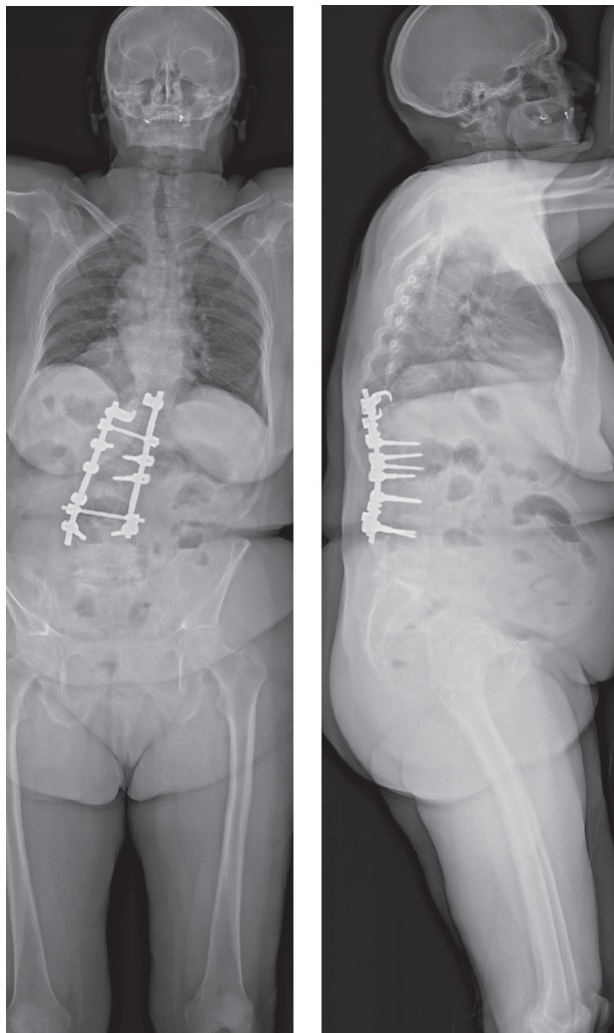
Рентгеновский снимок, полученный с помощью системы EOS (до операции)
